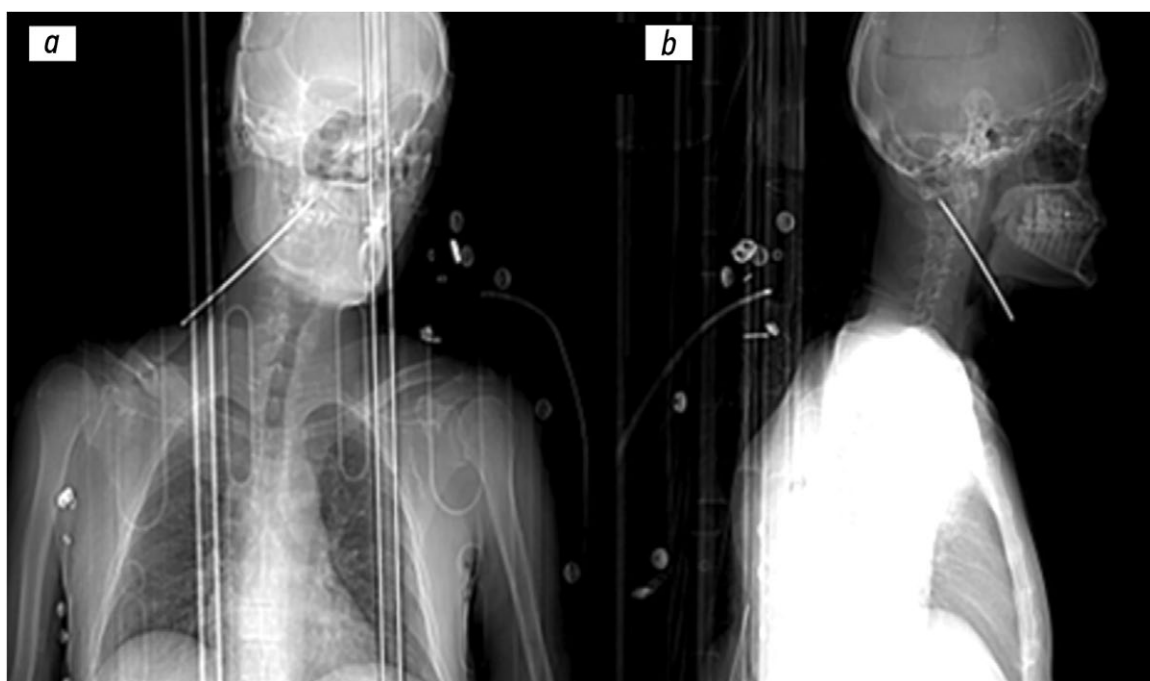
Результаты обзорной компьютерной томографии: *a* — корональная проекция; *b* — сагиттальная проекция. Визуализируется металлическая часть отвёртки, ориентированная в каудально-краниальном направлении спереди назад к стволу головного мозга.
